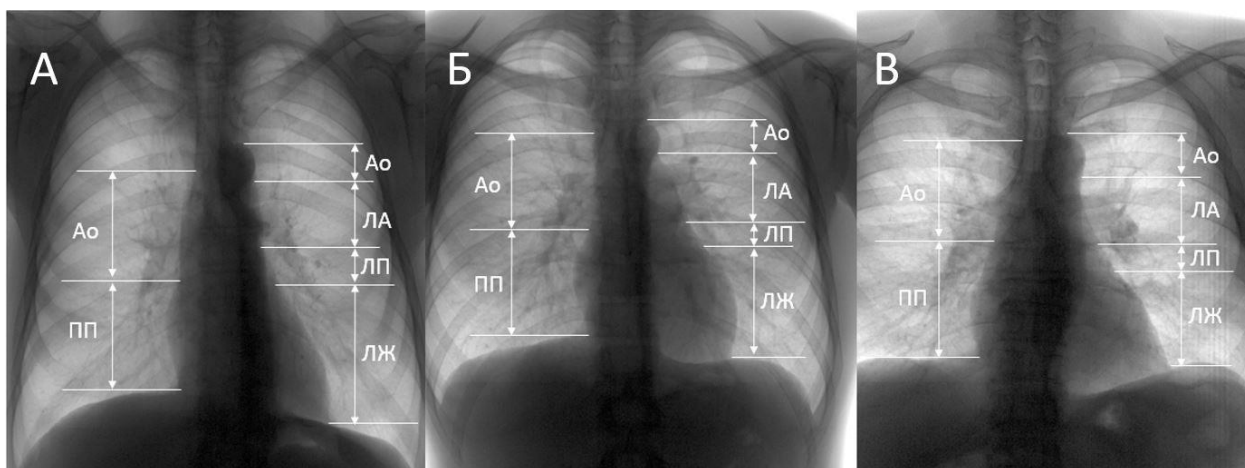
Особенности рентген-анатомии сердца и магистральных сосудов в зависимости от конституционального типа. А - астенический; Б - нормостенический; В – гиперстенический. Положение сердца существенно влияет на амплитудные характеристики ЭКГ, правильная оценка позволяет избежать ситуаций гипердиагностики.
